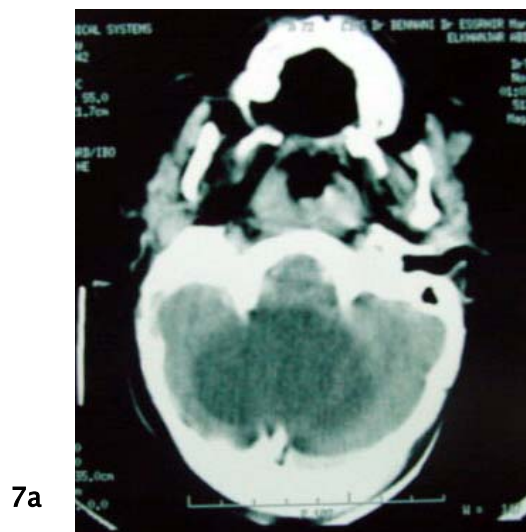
TDM cérébrale coupe axiale après injection du produit de contraste montrant un aspect une lésion hypodense de la fosse cérébrale postérieure. Il s'agit d'un kyste épidermoïde à l'examen anatomopathologique.
